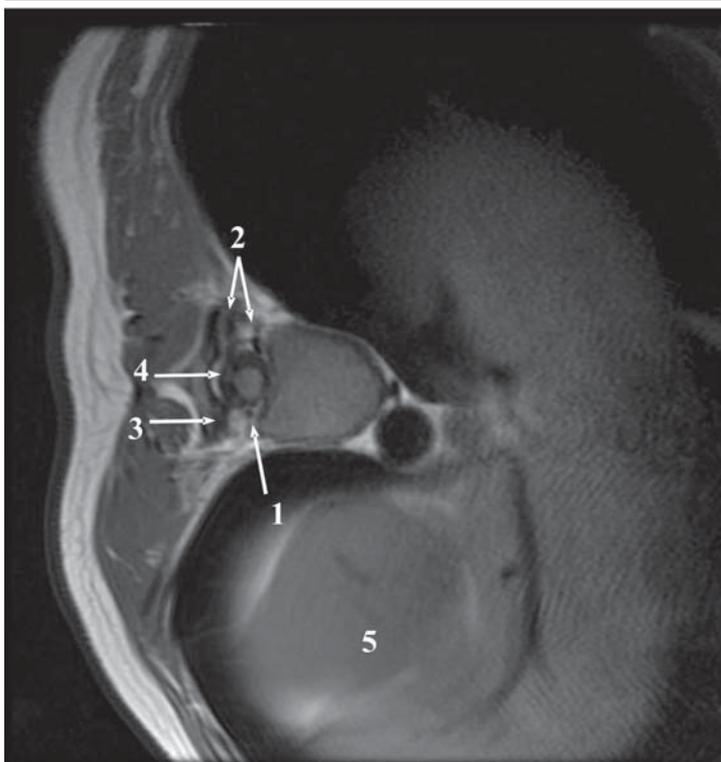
МР-томография грудного отдела позвоночника при функциональной спиральной деформации позвоночника, зона вершинного грудного позвонка, уровень межпозвоночных отверстий; аксиальное T_1 -взвешенное изображение:
